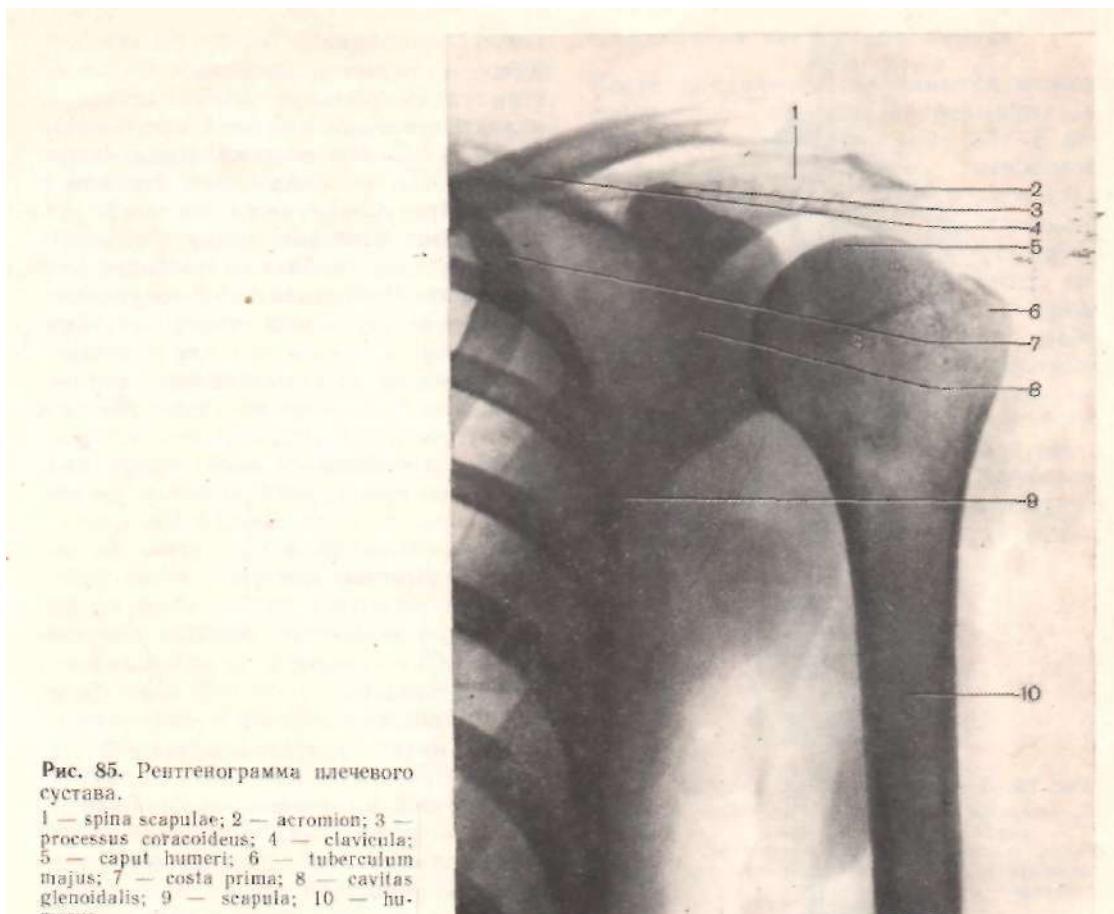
Рентгенограмма плечевого сустава.
